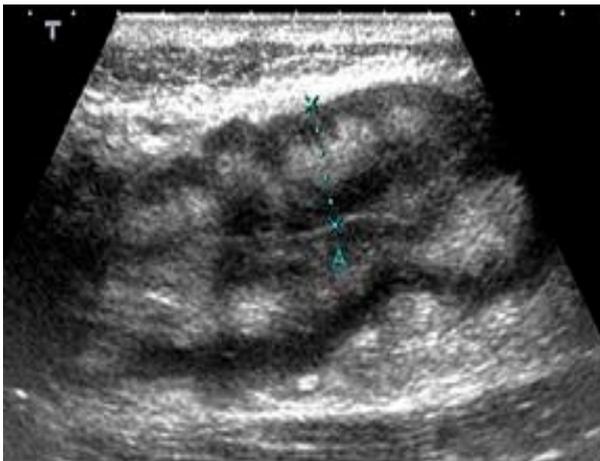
Atteinte transmurale de la paroi digestive en échographie lors D'une poussée
